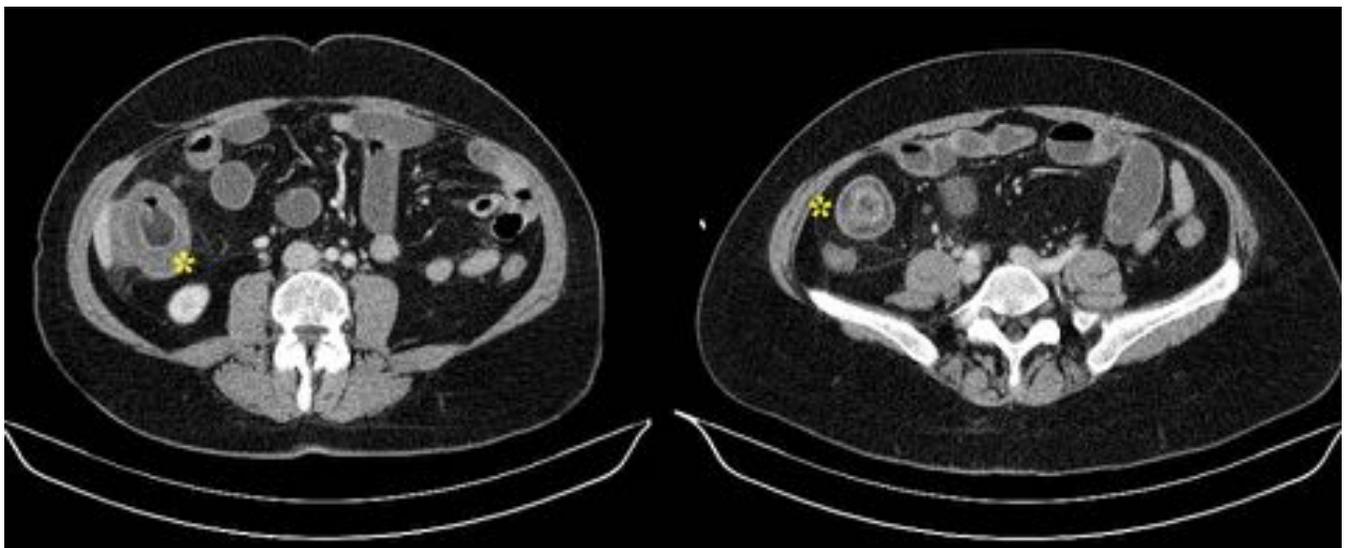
Paciente con tuberculosis pulmonar que comienza con dolor en FID. Se realiza TC abdominal con contraste oral e intravenoso apreciándose un engrosamiento difuso de la pared cecal con realce (flecha negra), asociando rarefacción de la grasa pericecal y múltiples adenopatías de tamaño significativo (flecha blanca). Hallazgos compatibles en este contexto con TBC intestinal.
